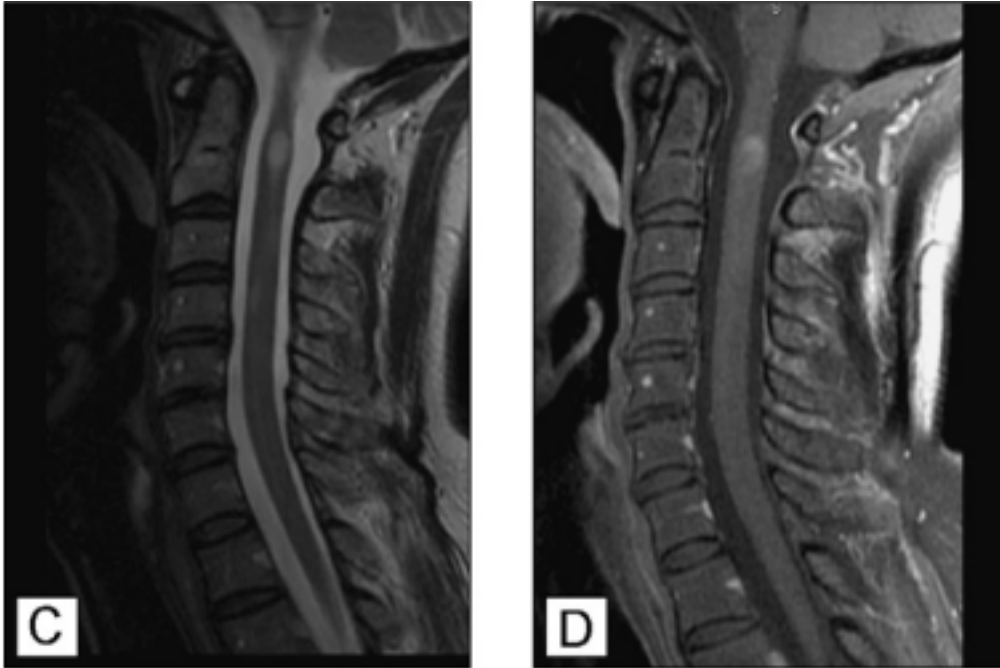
IRM médullaire en séquence pondérée T2 (C) et T1 gadolinium (D) [62].
